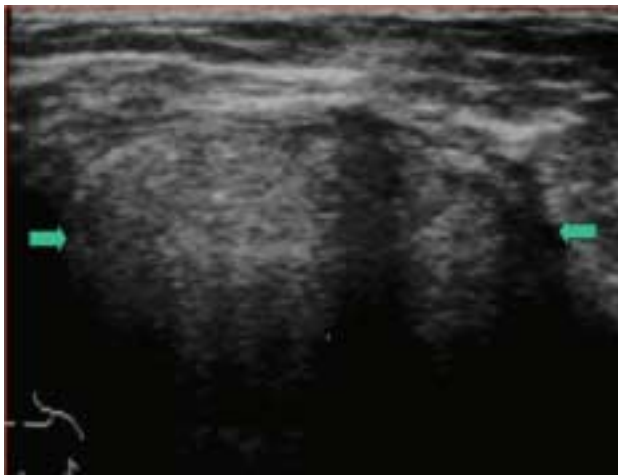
Imagen ultrasonográfica. Tumor heterogéneo de mama derecha, en la que se representan las dimensiones del mismo.
